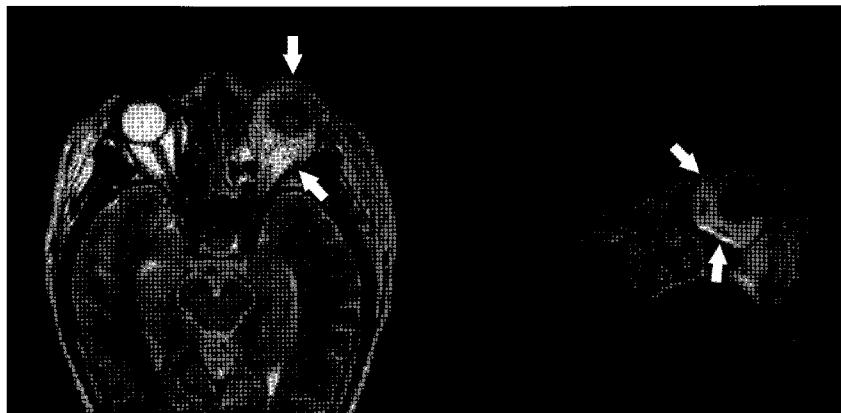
MRI scans show the diffuse swelling and edema of retrobulbar and lower eyelid area due to left orbital cellulitis.
